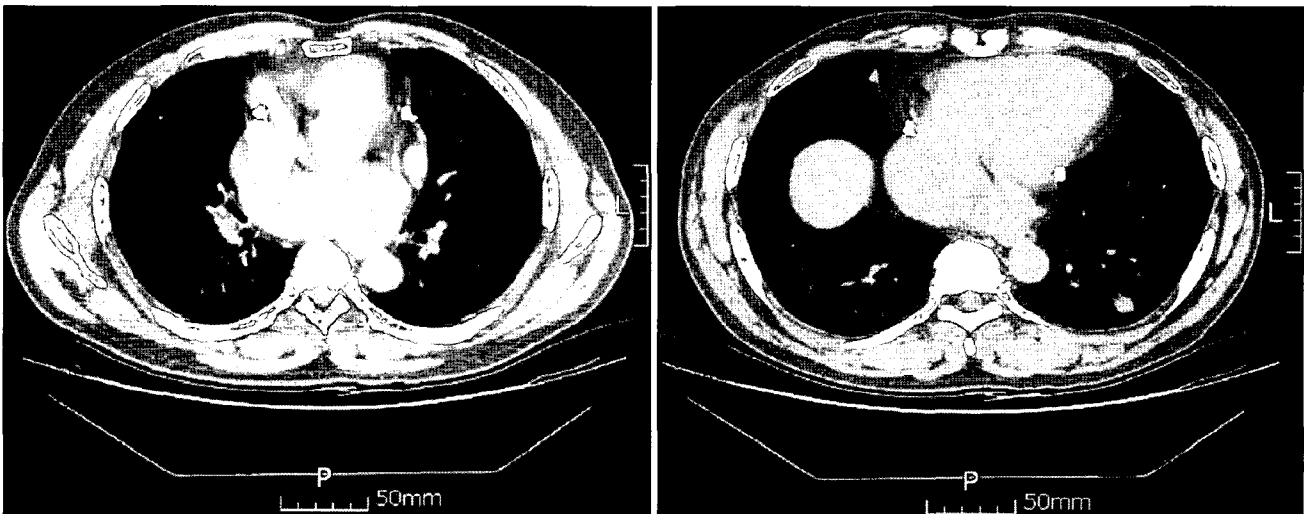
Preoperative chest CT showed pericardial thickening and calcification, especially around the right atrium and left ventricle.
